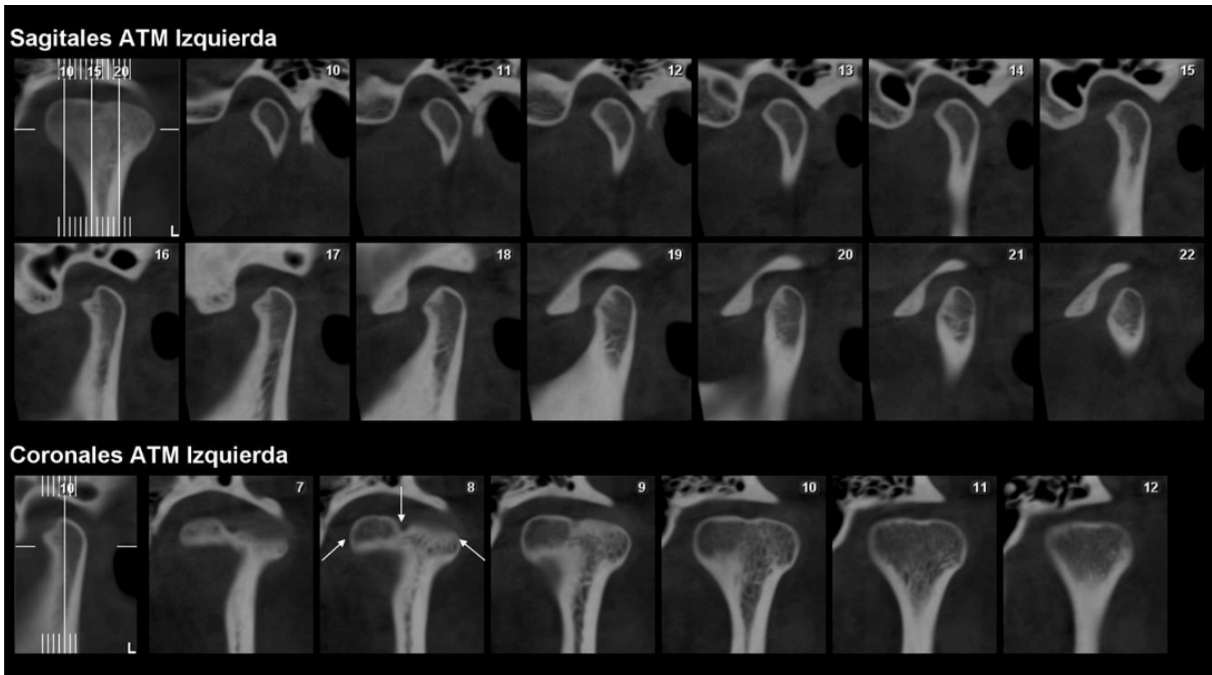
Cortes sagitales y coronales de CBCT de ATM izquierda. En los cortes 16 y 17 se observa la vista sagital del surco central de la anatomía asociada al CMB. En los cortes coronales 7, 8, 9 y 10 se aprecia el surco central de las cabezas condilares, medial y lateral respectivamente, más notoriamente en el corte 8 (indicado con las flechas).
